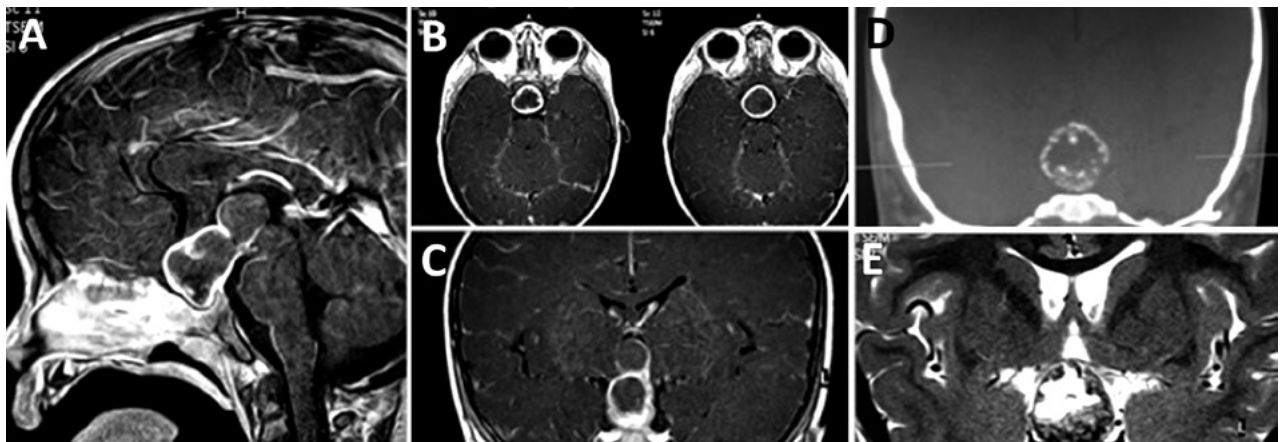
RMN cerebral preoperatoria con contraste (A, B, C, E). Se observa lesión selar/supraselar preinfundibular con extensión hacia el tercer ventrículo (Tipo de la clasificación de Kassam) con realce periférico. intensidad heterogénea central correspondiente al líquido quístico con elevada densidad proteica. En TC (D) se observan las calcificaciones periféricas características.
